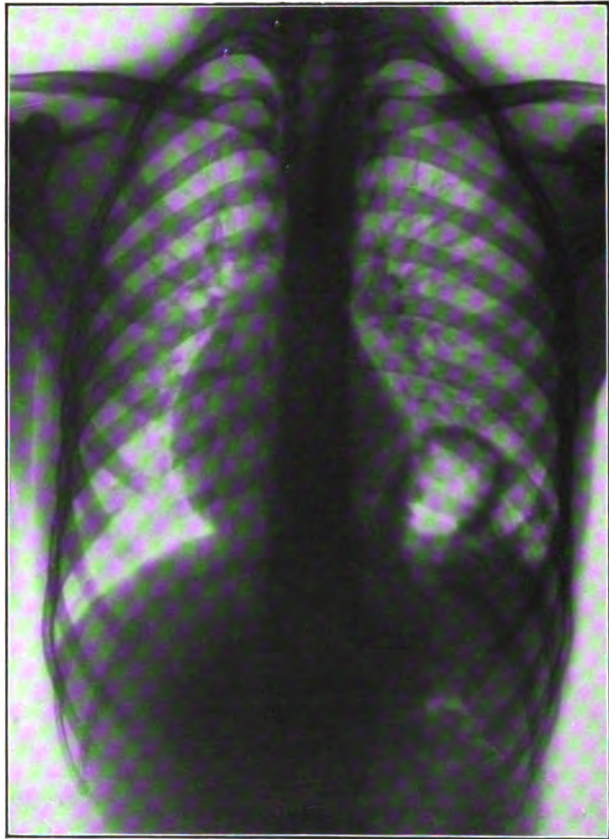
CAS I. — Téléradiographie du thorax, sujet debout, en apnée, position frontale antérieure, distance anticathode film : 1 m. 60, pose 0",09.
